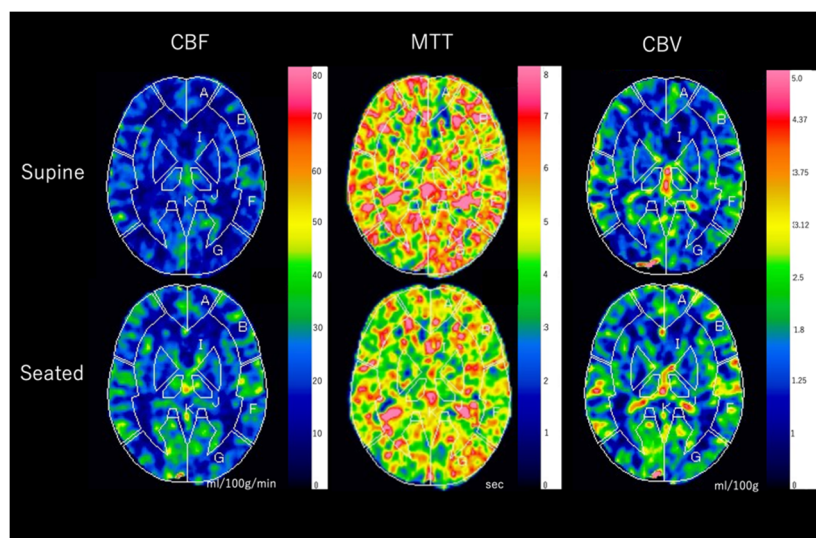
座位 CT を用いた CTP の解析 (健常人例 30 代男性)
